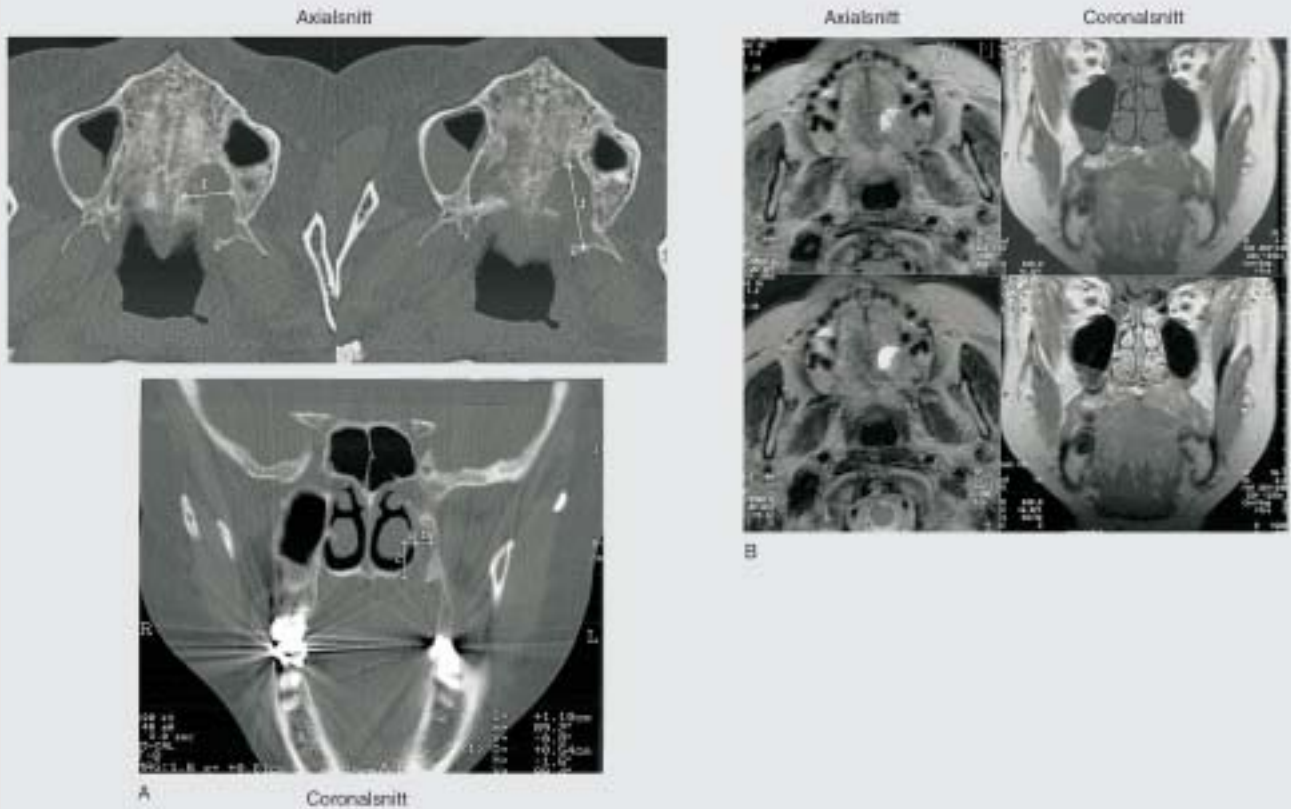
A: CT (utført på Avdeling for kjeve- og ansiktsradiologi, Institutt for klinisk odontologi, UiO) av hårde gane viser stor destruksjon (ca. 2,5 cm x 1,5 cm) og kraftig utvidet canalis pterygopalatinus på venstre side, vurdert som tumordestruksjon (malignitetssuspekt).
